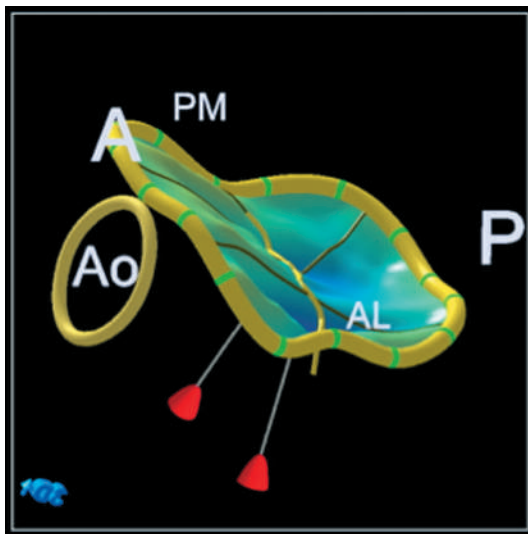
Чреспищеводная эхокардиография, трехмерная реконструкция митрального клапана через 5 лет после операции. Отсутствие данных, подтверждающих дисфункцию клапана
